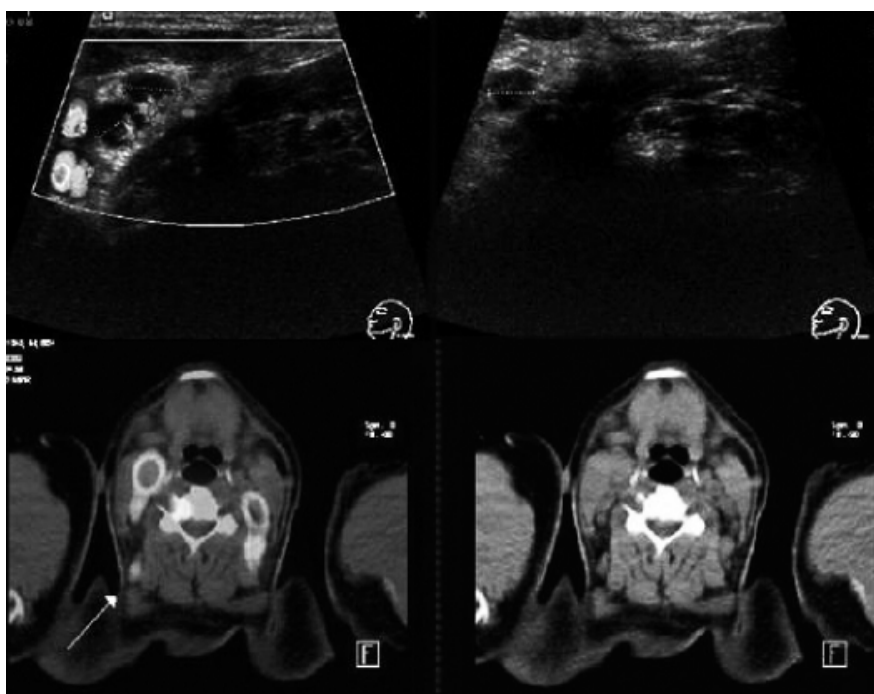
PET-CT cortes axiales que demuestran aumento de la captación en nivel 4 izquierdo en paciente con linfoma no Hodgkin, US del mismo paciente con múltiples ganglios hipervasculares en nivel IV izquierdo.
